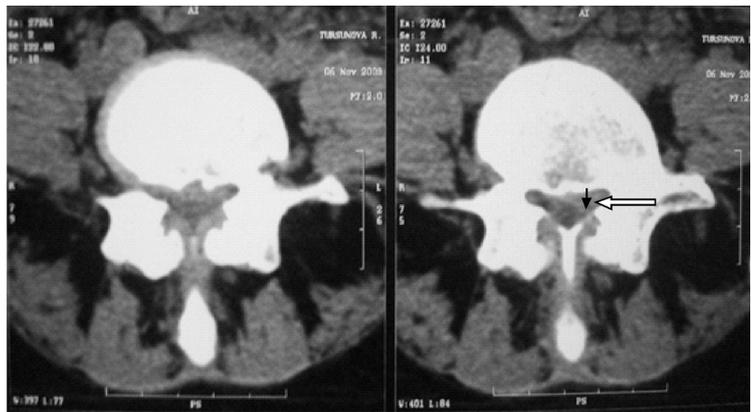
КТ позвоночника пациентки Т. после комплексного ортопедического консервативного лечения. Наблюдается уменьшение размеров грыжи диска (0,3-0,4 см) и компрессии на нервный корешок
